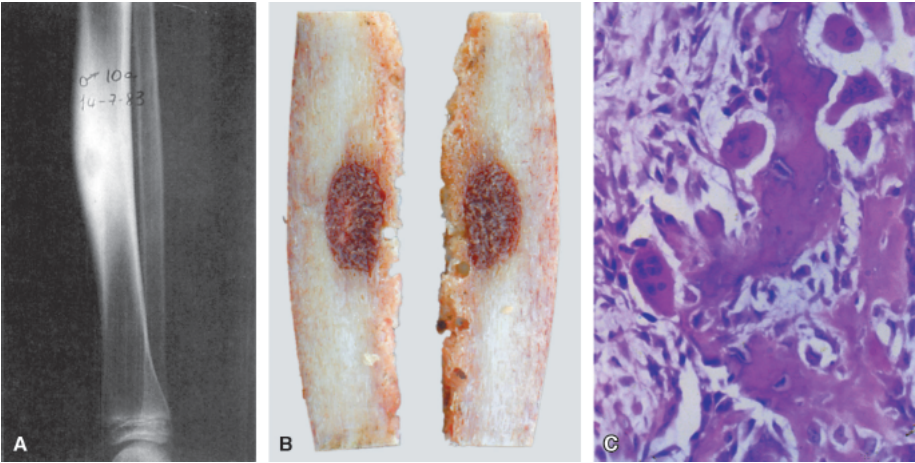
Osteoma osteoide. A. Radiografia da perna mostrando lesão lítica na tíbia, tipo *nidus*, com grande halo de esclerose. B. Aspecto macroscópico da neoplasia. C. Corte histológico, vendo-se proliferação mesenquimal benigna com neoformação óssea e algumas células gigantes.
